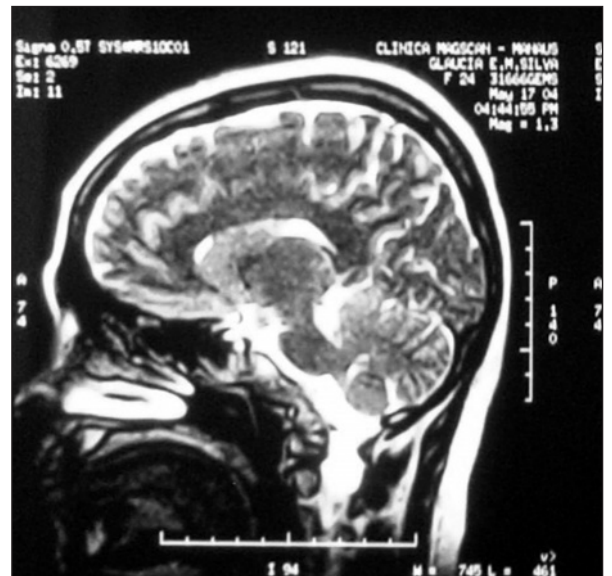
Ressonância de crânio.
